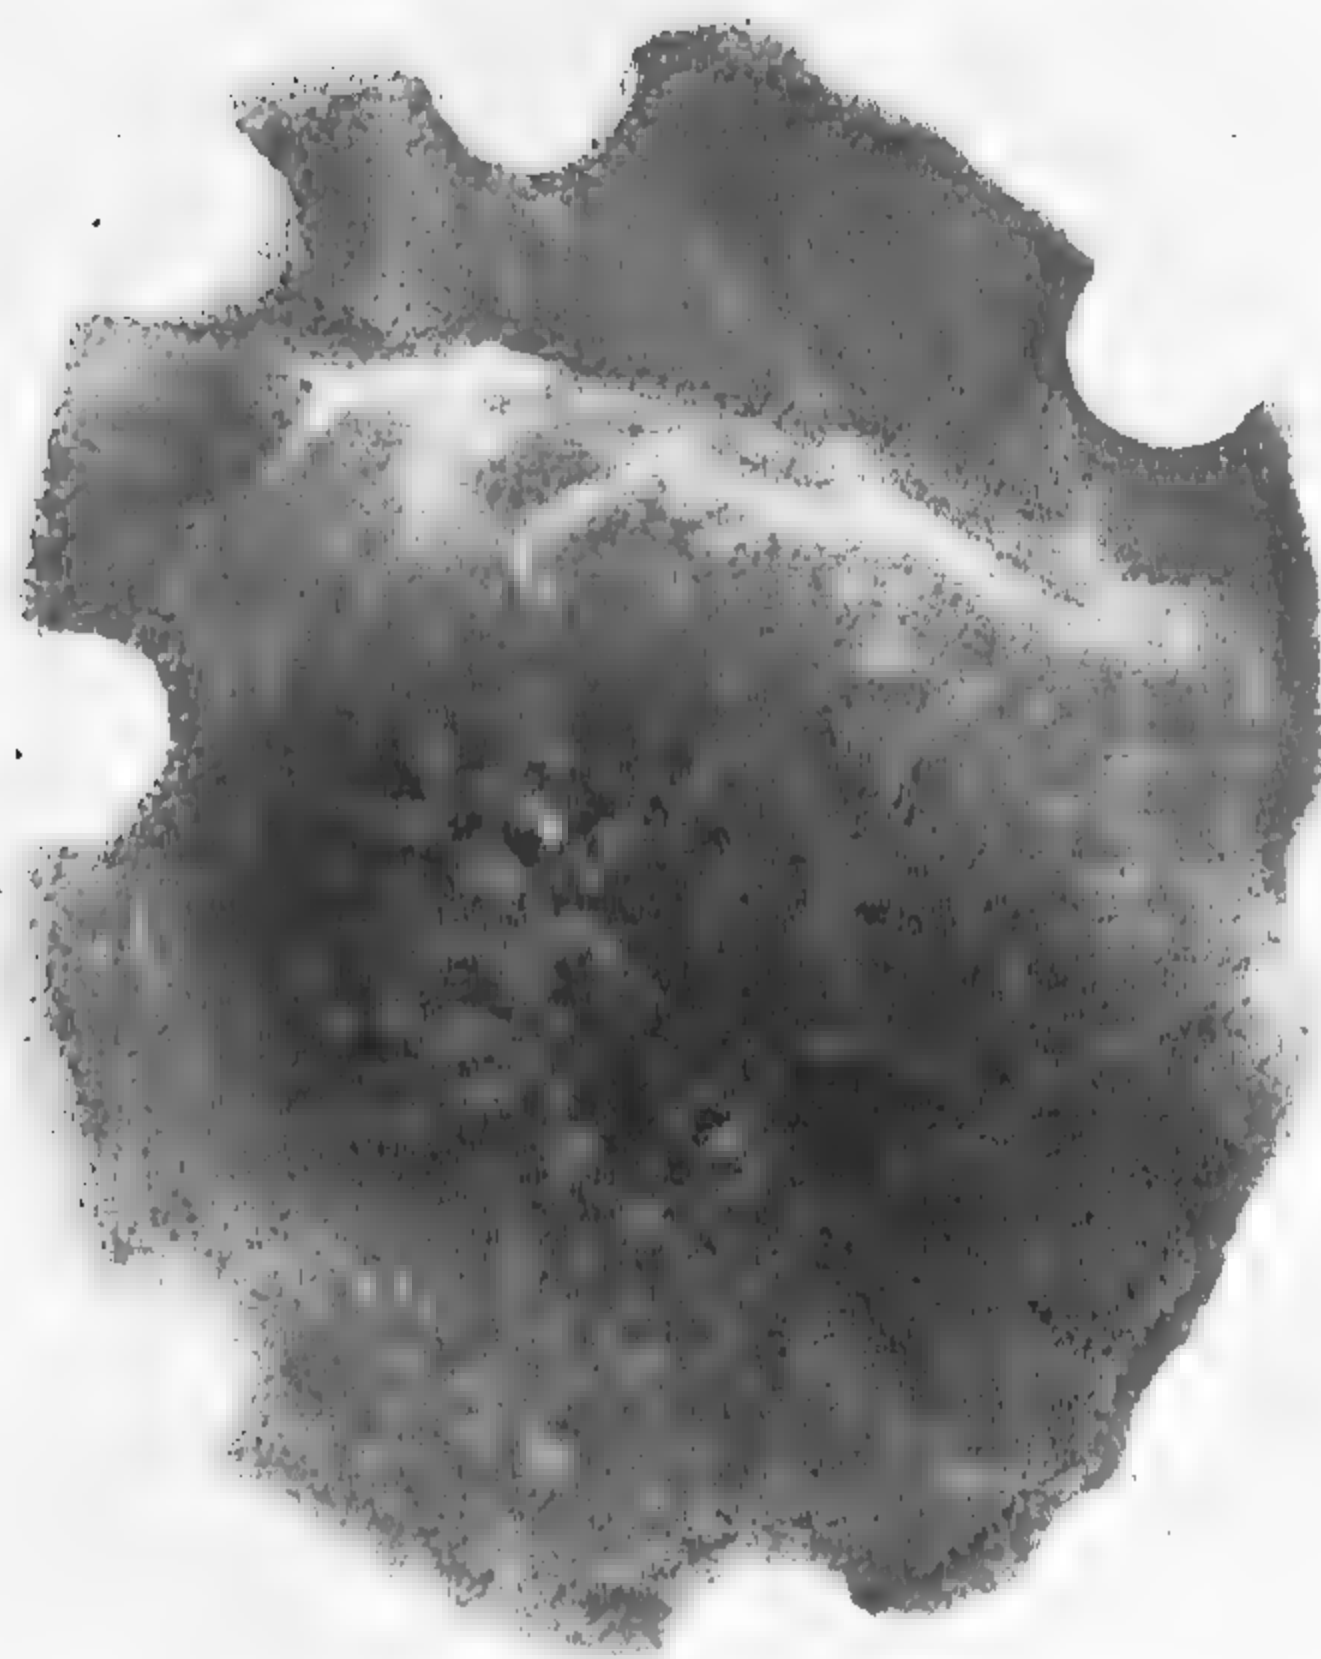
Obs. X. Radiographie du volet osseux.
